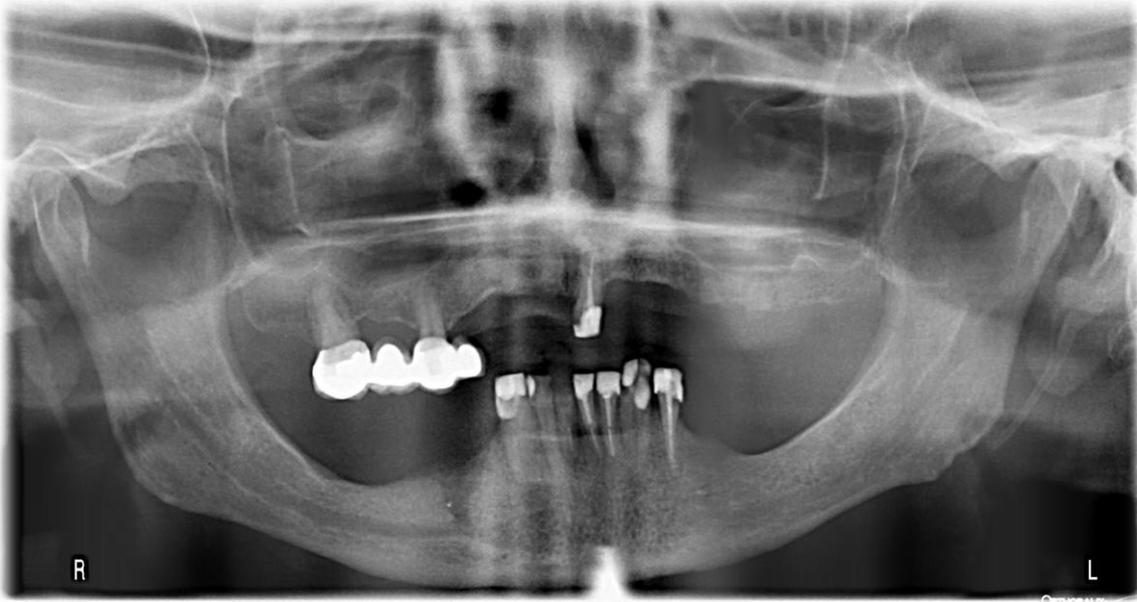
Ortopantomografía (anterior a la realización del presente trabajo).
